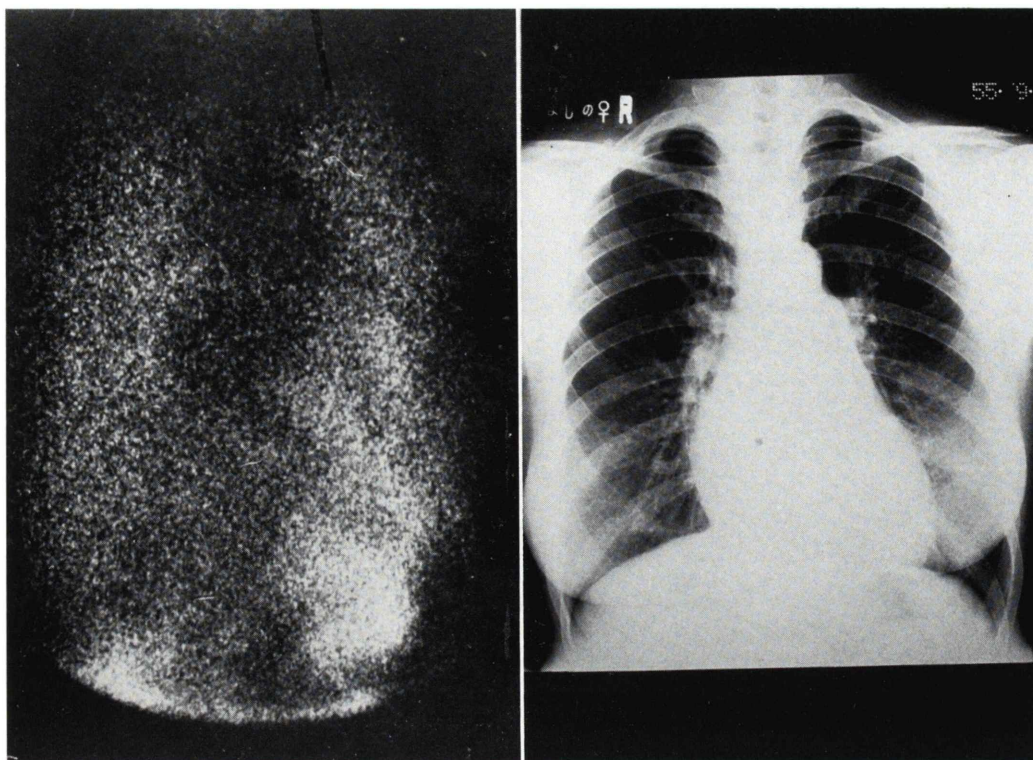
Thallium myocardial image (left) and chest X-ray (right) in a case with mitral stenosis. Lung uptake of thallium is so prominent that the myocardium can hardly be separated from the background (the grade of lung uptake, +2). The chest X-ray shows interstitial edema in the bilateral lung fields (the grade of pulmonary edema, II).
